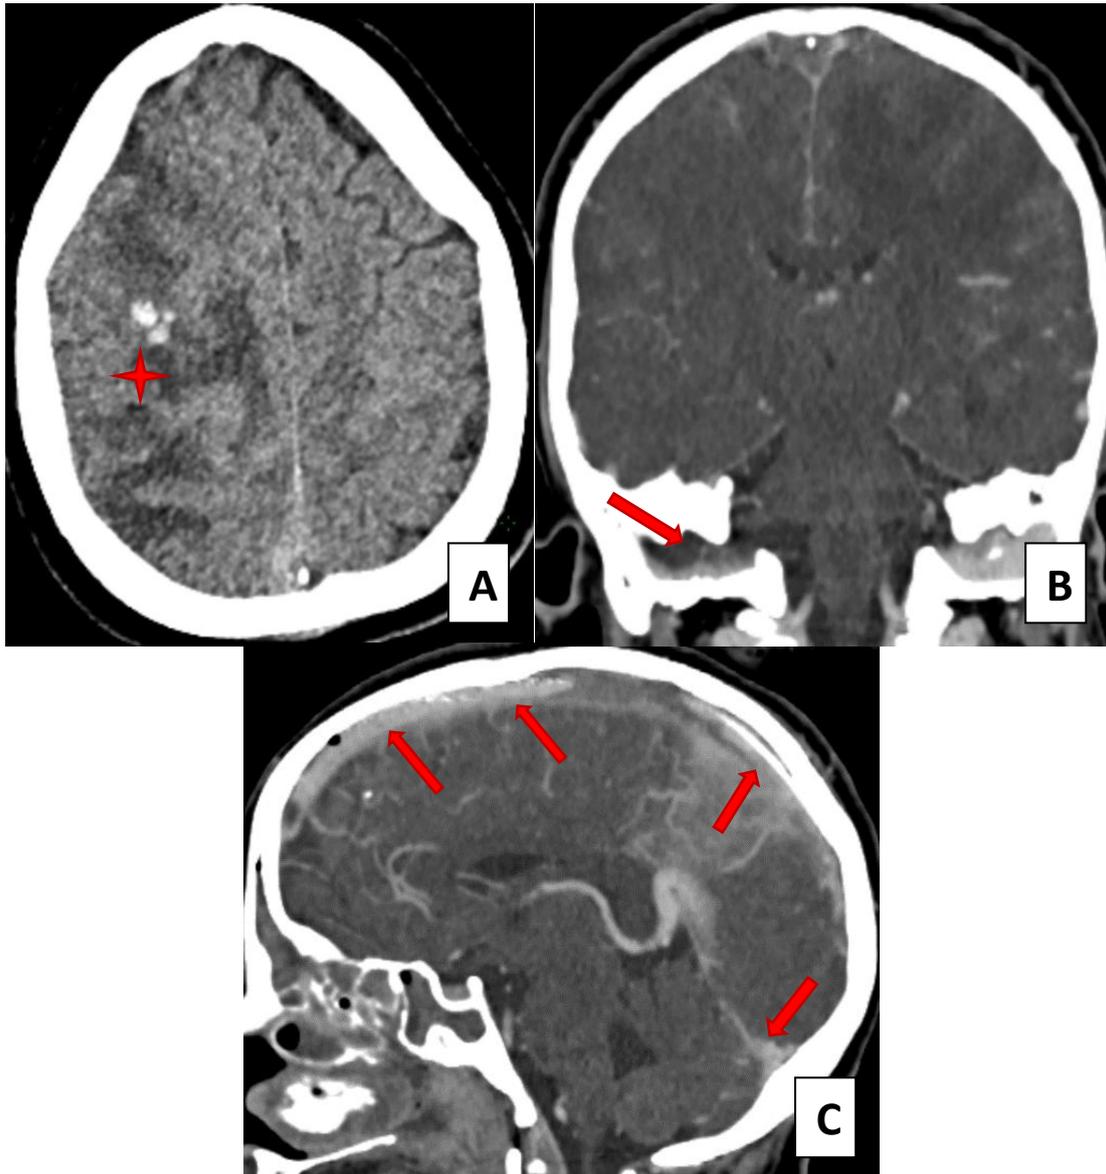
TDM de contrôle post-thrombectomie en contraste spontanée (A) et en C+ coronale (B) et sagittale (C) :
